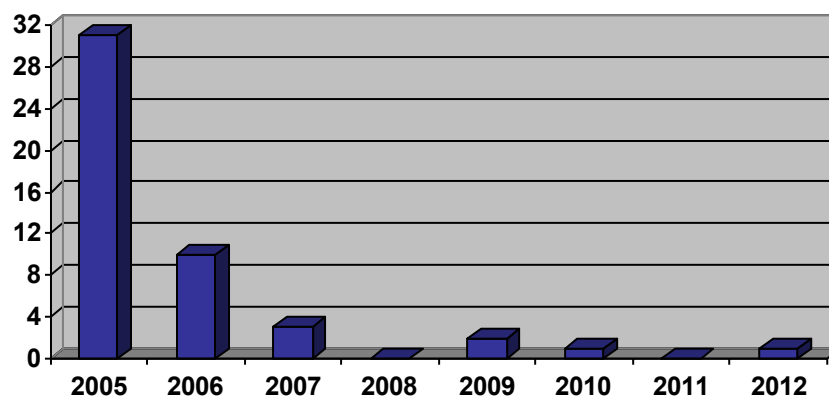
Anzahl der Manometrien und Röntgenuntersuchungen, die am Universitätsklinikum Regensburg von 2005 bis 2012 durchgeführt und in diese Studie miteinbezogen wurden
